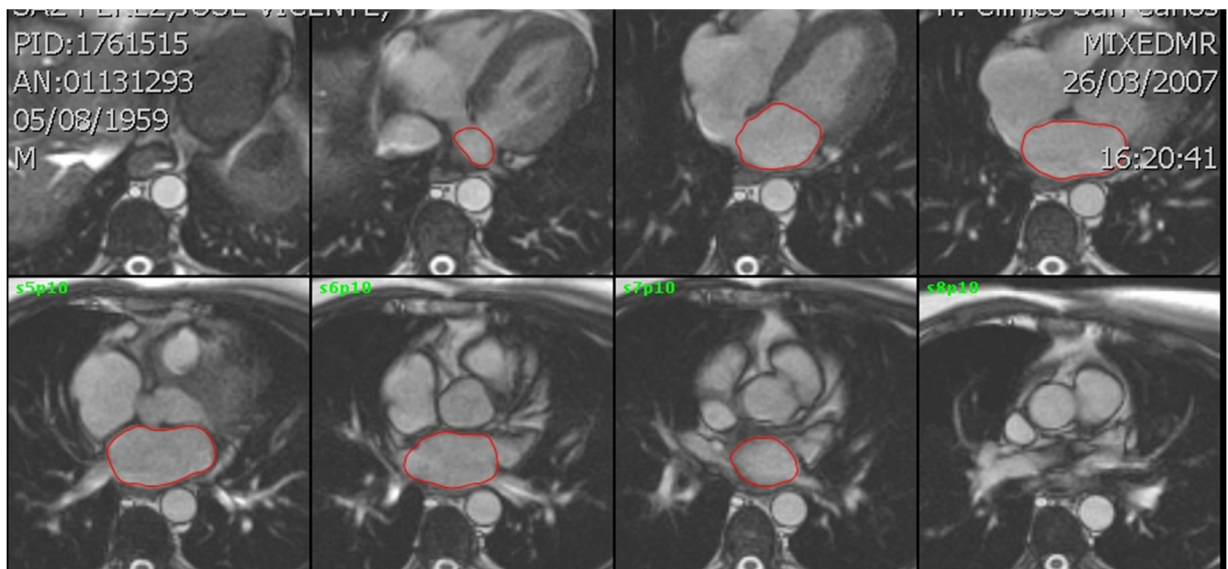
Secuencia de cine-RM. Trazado manual del contorno auricular para la obtención de su volumen telediastólico en el plano axial mediante el software ReportCARD.
